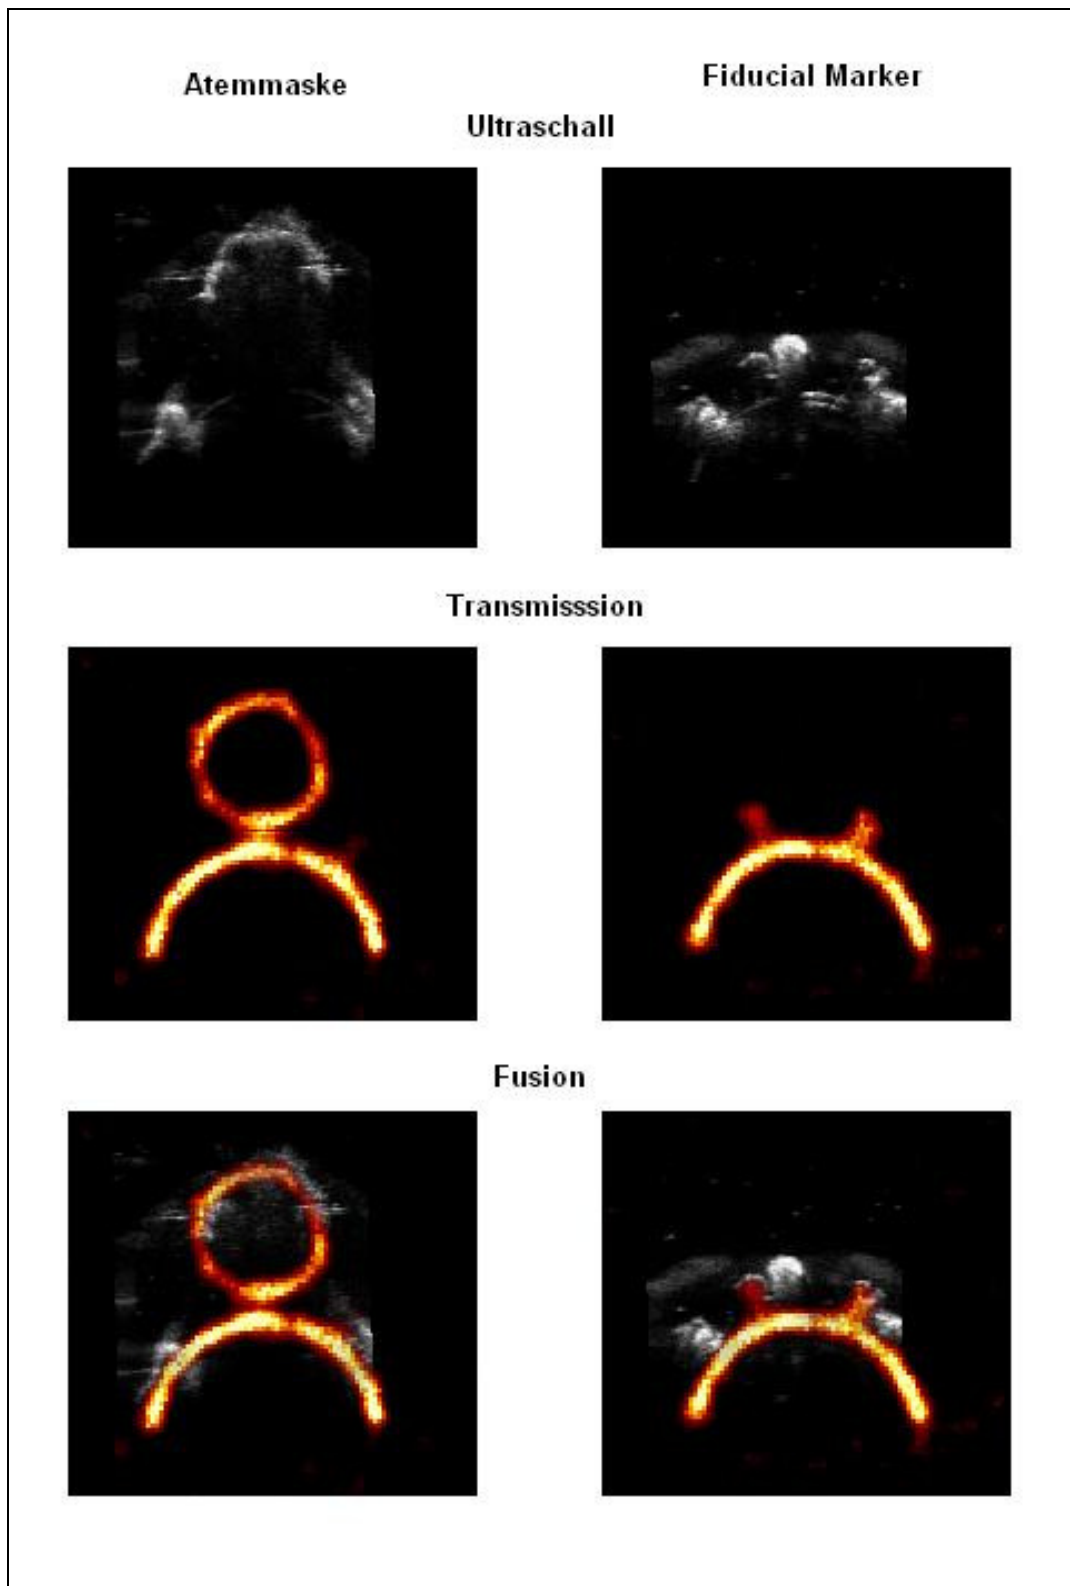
Bildfusion mit Hilfe der „fiducial markers“ aus Datensätzen von 3D-US und PET-Transmissionsmessung
